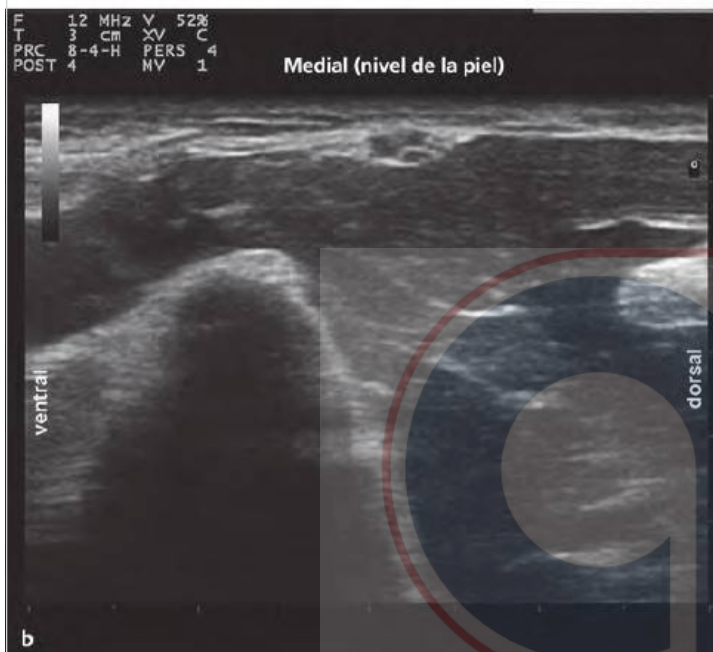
Visualización del nervio cubital proximal al codo (eje corto) con ultrasonido, abordaje fuera del plano.
